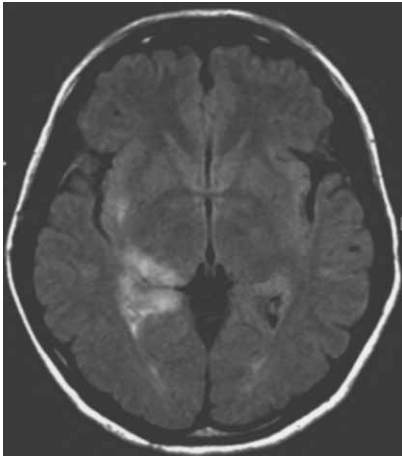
Head MRI at the second admission showing multiple mass lesions in the right frontal and temporal lobes, hypothalamus, basal ganglia, corpus callosum, pons and medulla oblongata.
